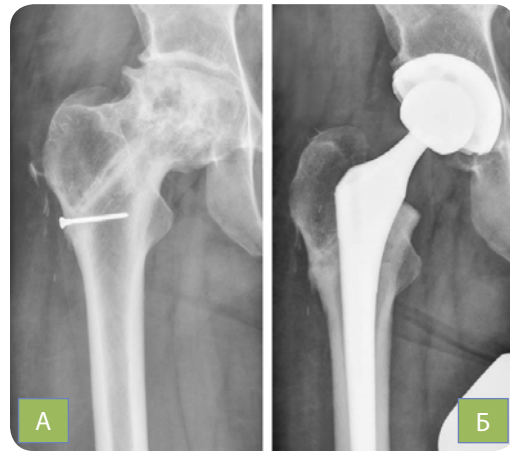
Хворий А., 1964 р.н. Рентгенограми ураженого кульшового суглоба до (А) та після (Б) ендопротезування
